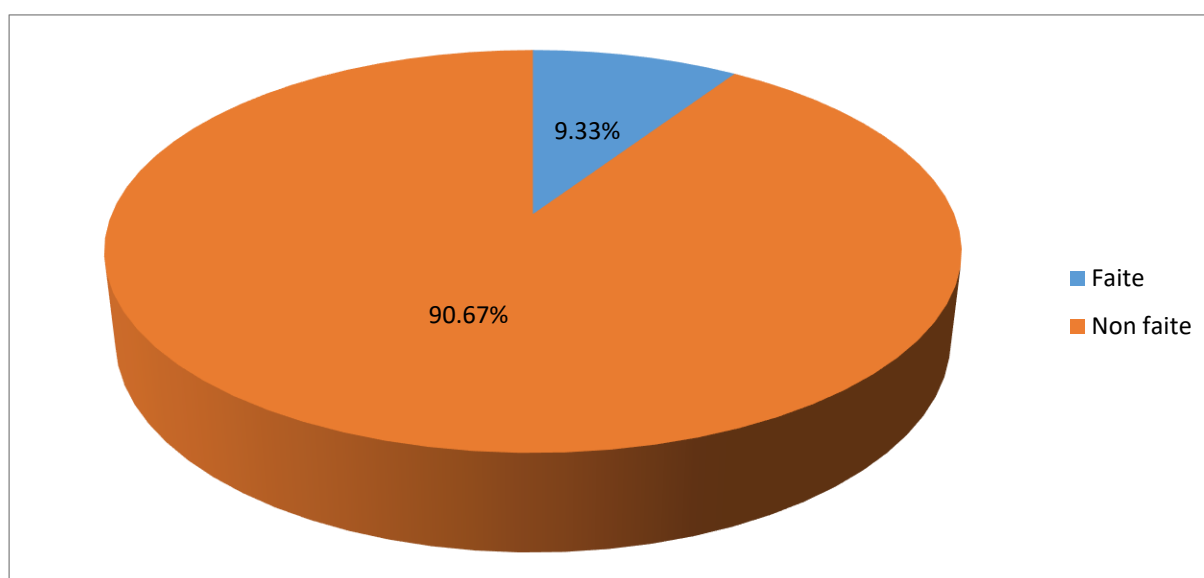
Répartition selon la réalisation de la scintigraphie osseuse
